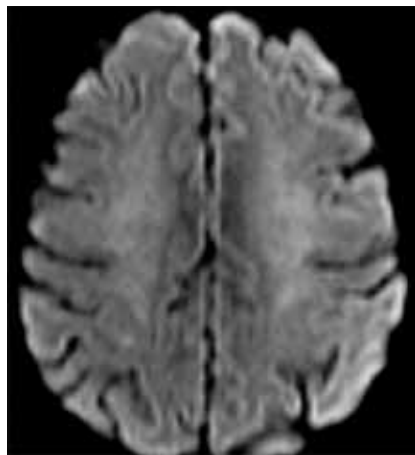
МРТ. Лейкоэнцефалопатия
